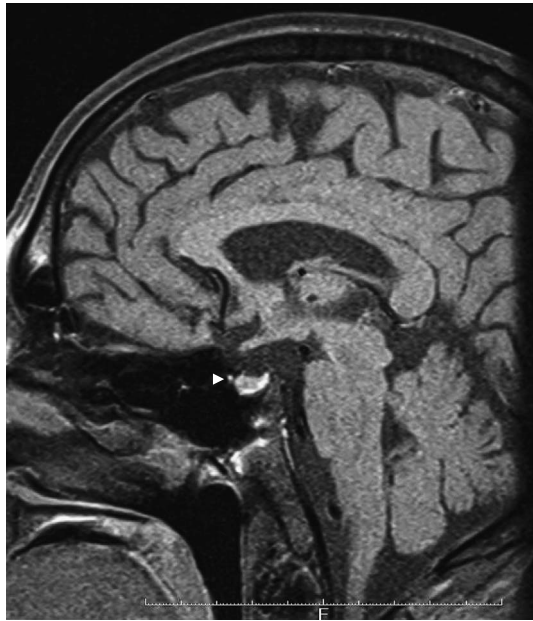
Brain MRI shows no abnormal finding. The arrowhead shows the normal pituitary gland (November 2016).
